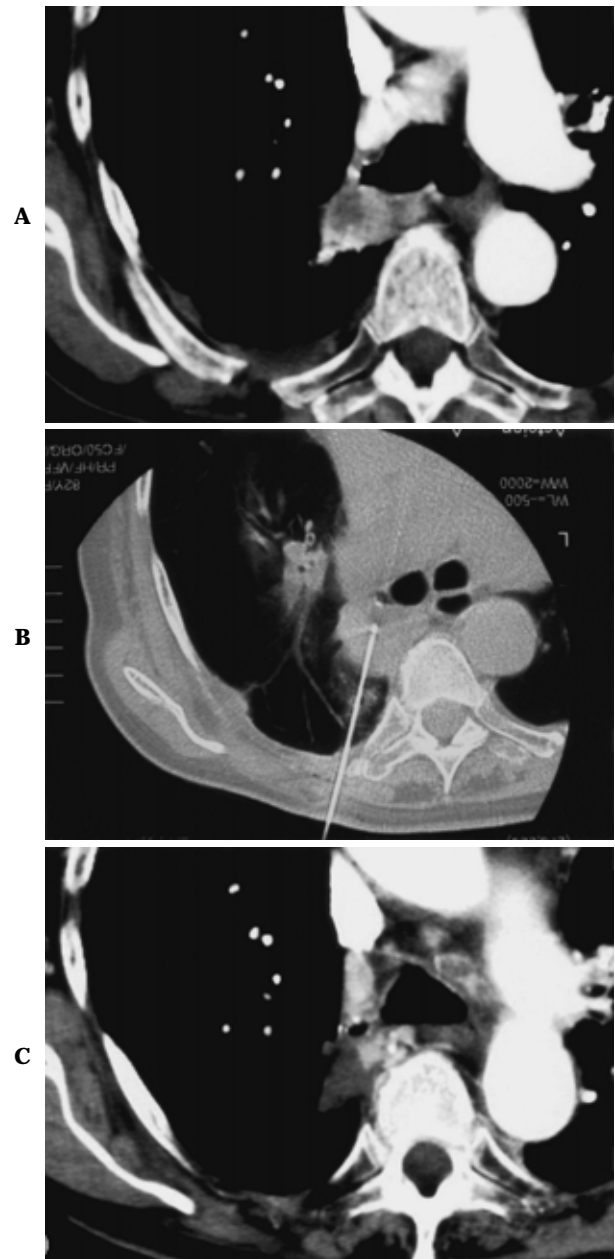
A. Chest dynamic CT of patient number 6 before RFA, showing the tumor with enhancement. B. Chest CT of patient number 6 during RFA, showing a needle puncturing the tumor. C. Chest dynamic CT of patient number 6 one month after RFA, showing the tumor without enhancement.
